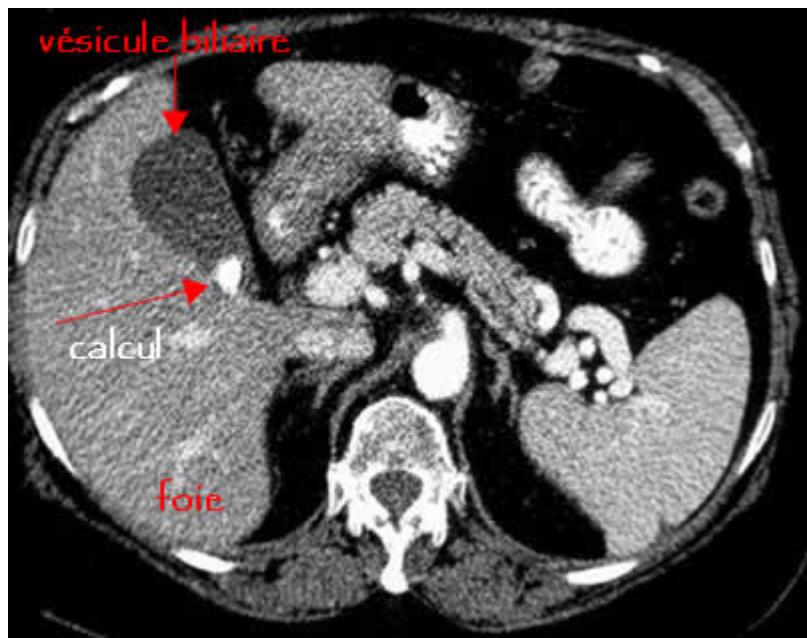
Aspect d'un calcul vésiculaire entièrement calcifié au scanner. Rappelons que les calculs vésiculaires ne sont pas toujours visibles au scanner et que l'examen de choix dans leurs détections: c'est l'échographie.
